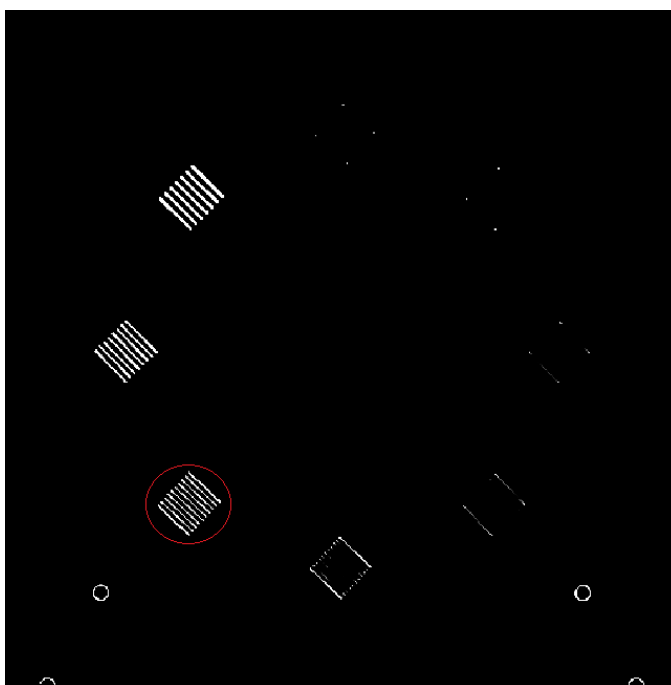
Imagen adquirida del módulo 4 del maniquí ACR mediante la CT. Se fijaron los valores de ancho de ventana en 100 UH y de nivel de ventana en 1100 UH. El círculo rojo enmarca el último patrón de barras de frecuencia espacial claramente visible para la vista humana del escritor de esta tesis.
